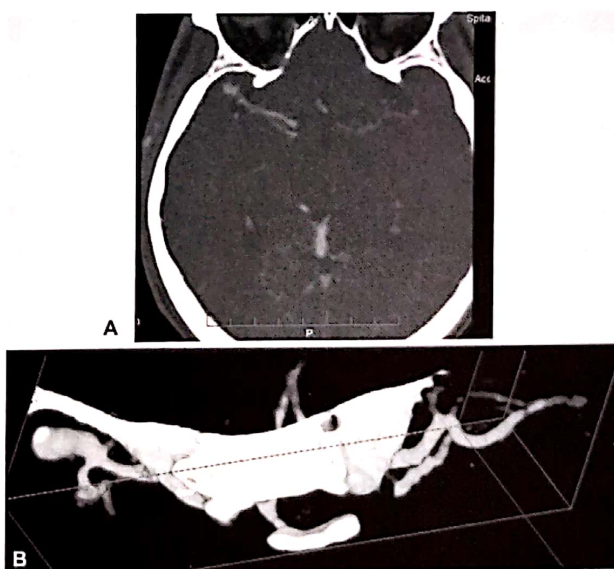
Aneurism de bifurcație de arteră cerebrală medie dreaptă: angiografia CT și reconstrucția tridimensională permit planificarea virtuală a operației, distanța de la pterion la aneurism, cât și raportul coletului cu ramurile arteriale fiind ușor de calculat.
